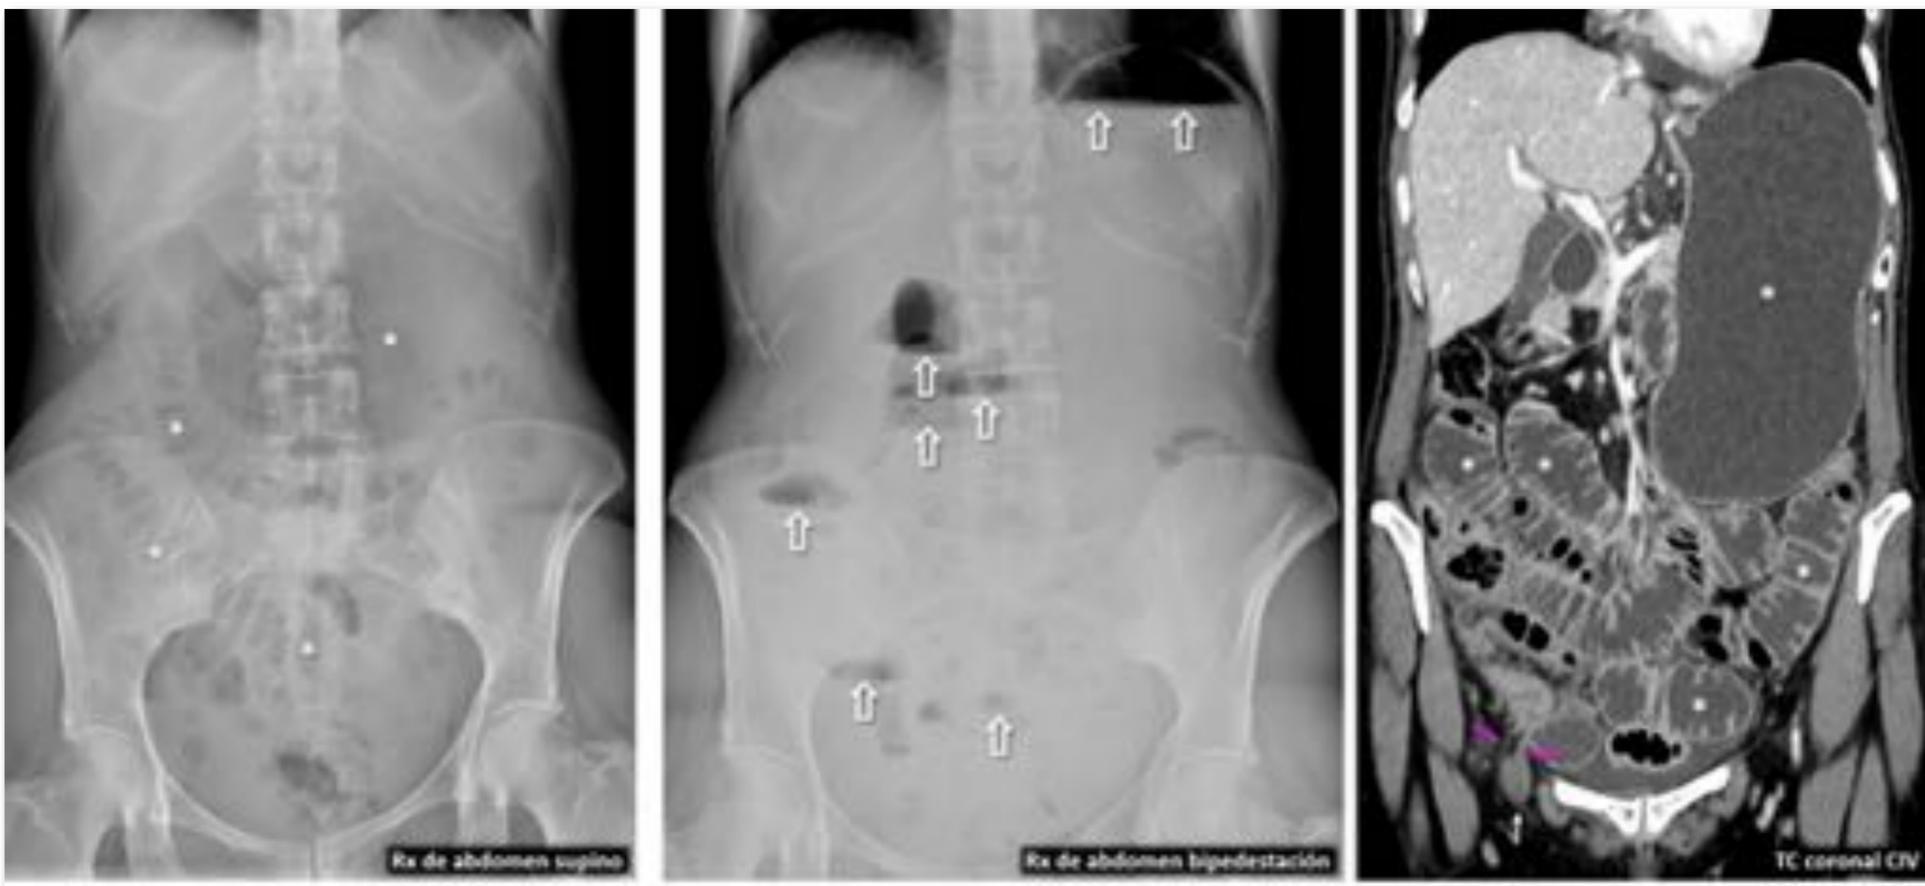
Hernia crural obstructiva y estrangulada en mujer joven con enfoque clínico incorrecto. Mujer de 51 años con antecedente de carcinomas de mama y folicular de tiroides, con caquexia y supuesto conglomerado adenopático inguinal. Rx en supino y bipedestación: dilatación de estómago e intestino delgado (*) con niveles hidroaéreos amplios y escalonados (flechas huecas). TC: la causa es una corta hernia crural derecha (flecha blanca) por un cuello estrecho inferior al ligamento inguinal (flechas rosas). Véase también la Figura 15.
